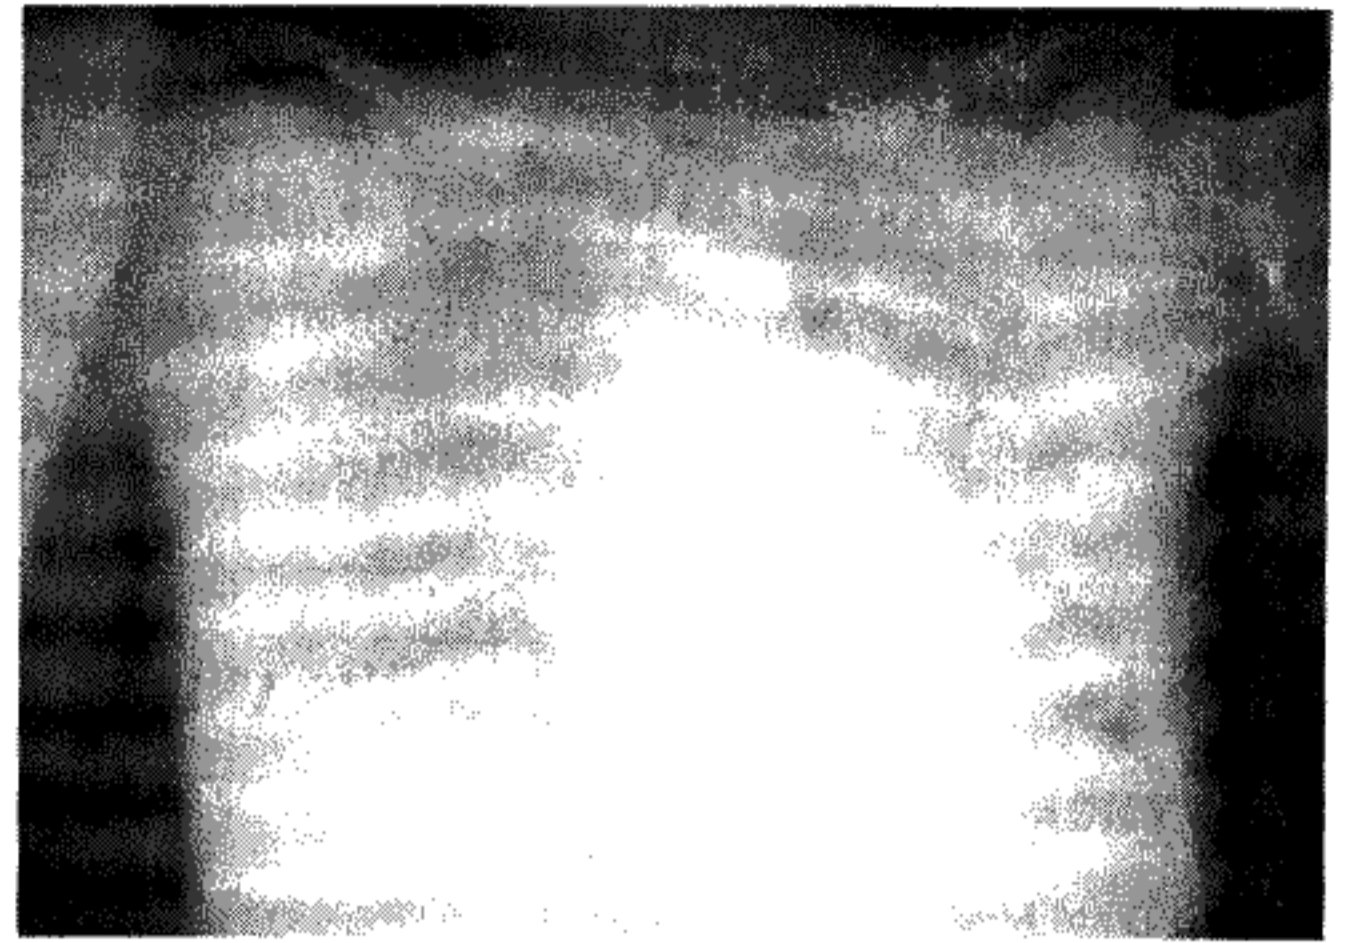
Респіраторний дистрес-синдром у дорослих. 3-я доба після захворювання на СР. Рентгенологічний симптомокомплекс "снігової бурі". Вуалеподібне затінення легеневих полів, численна плямистість.
